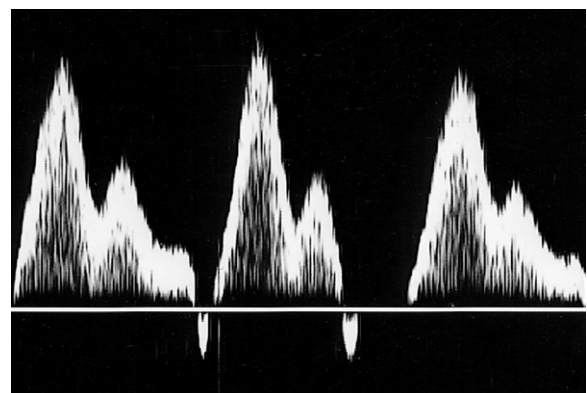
Das Dopplerspektrum zeigt die Auswirkungen von Druckänderungen im rechten Vorhof auf den Blutfluss in der V. jugularis.
